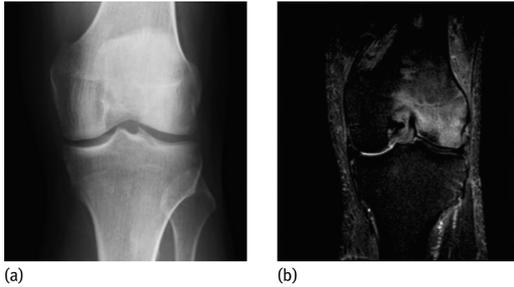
Das Bild zeigt ein normales Röntgenbild des Kniegelenks ohne Auffälligkeiten (a) und ein kernspintomographisches Bild mit einer deutlichen Perfusionsstörung (Durchblutungsstörung) in den äußeren Teilen des gelenknahen Oberschenkelknochens (b) (Mann, 55 Jahre).
